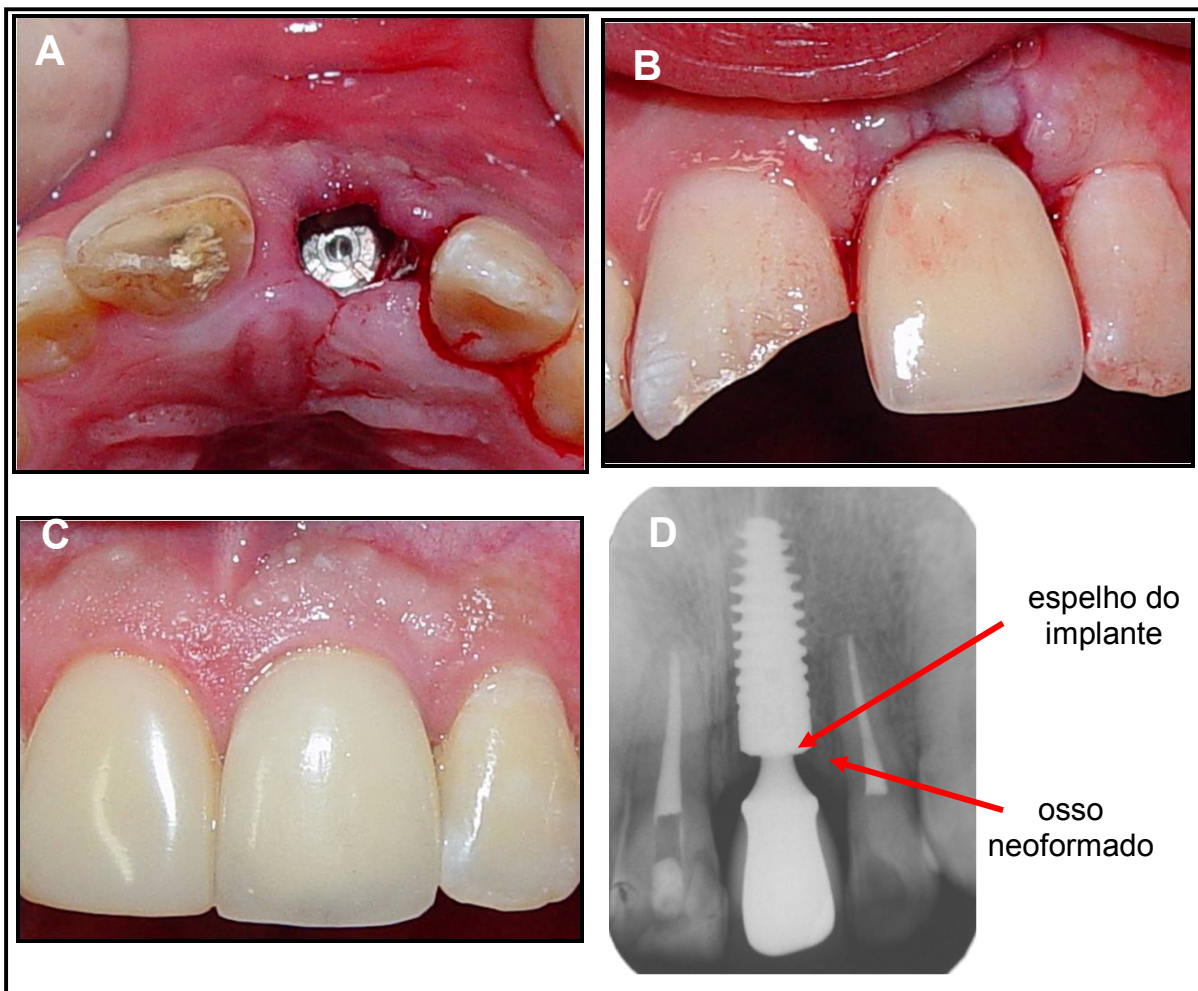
A) Implante cone morse instalado imediatamente após extração do incisivo central esquerdo. B) Prótese provisória imediata instalada sobre o implante. C) Prótese definitiva instalada e D) Exame radiográfico periapical, demonstrando neoformação óssea acima do espelho do implante. C) e D) Acompanhamento de três anos após instalação de implante e provisório imediatos.
